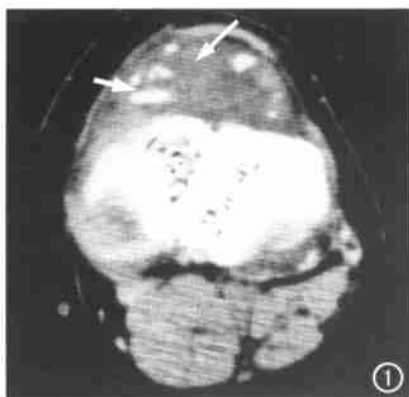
CT 平扫示左膝关节内滑膜广泛肥厚, 密度不均(长箭), 其间可见多个大小不等的游离体, 呈高密度影(短箭)。
